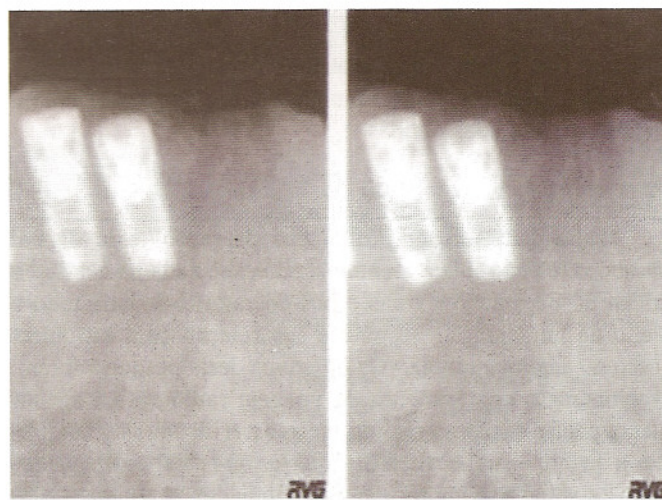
Radiografias com (esq.) e sem (dir.) simulador para região de incisivo.
